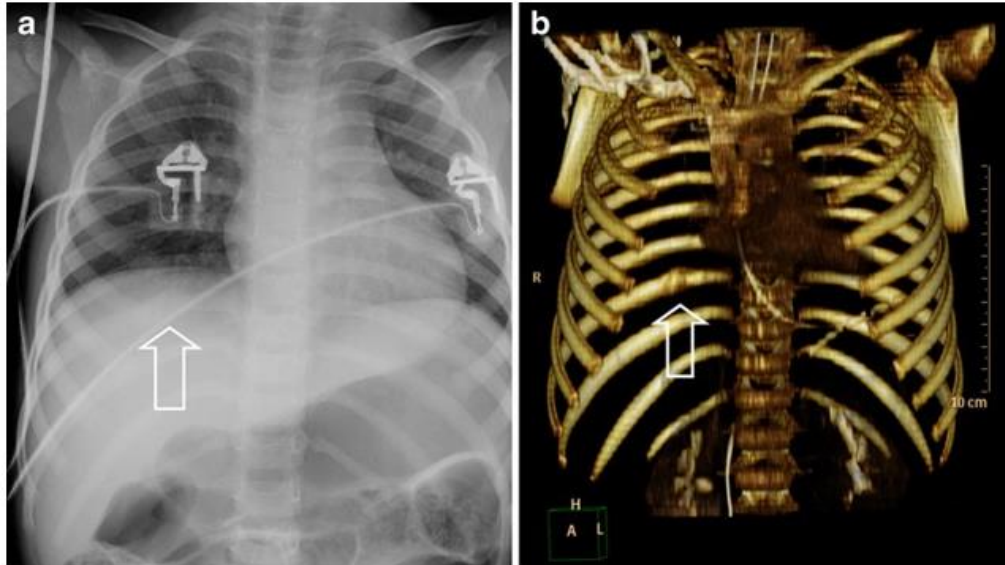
Raio-X ao Tórax (a) e Reconstrução Tridimensional TC (b) (Rijn & Hoogendoorn, 2011)
